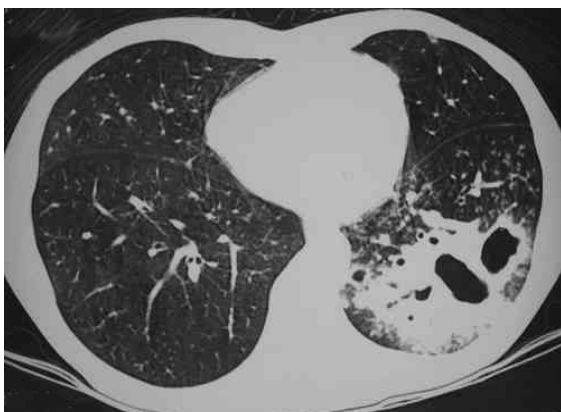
Tomografia computadorizada de alta resolução. Consolidação com broncograma aéreo e múltiplas áreas de escavação, localizada no lobo inferior esquerdo. Notam-se nódulos centrolobulares e opacidades em vidro fosco adjacentes à lesão descrita
